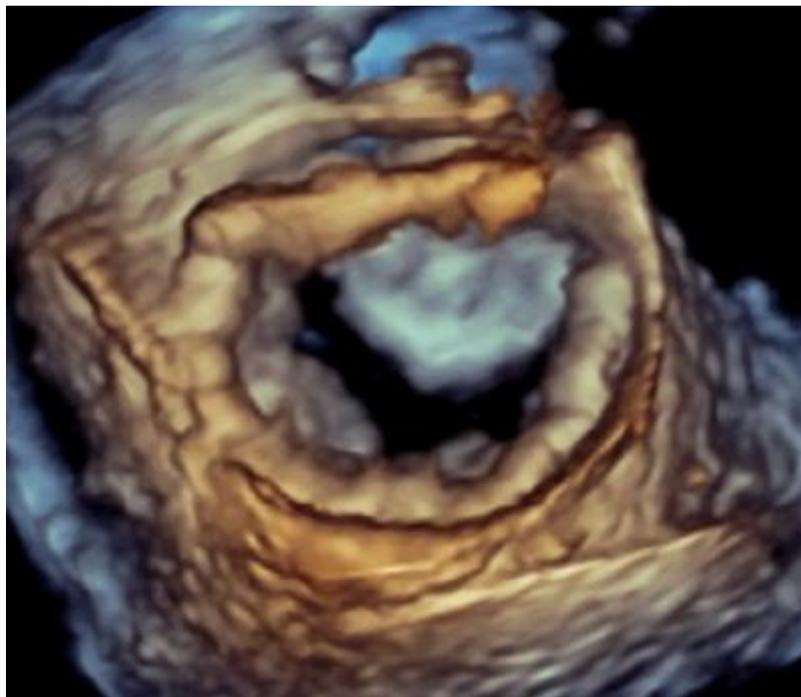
„Chirurgischer Blick“ mittels 3D-transösophagealer Echokardiographie von atrial nach Implantation des Cardiobandes im Bereich des posterioren Mitralklappenannulus.
